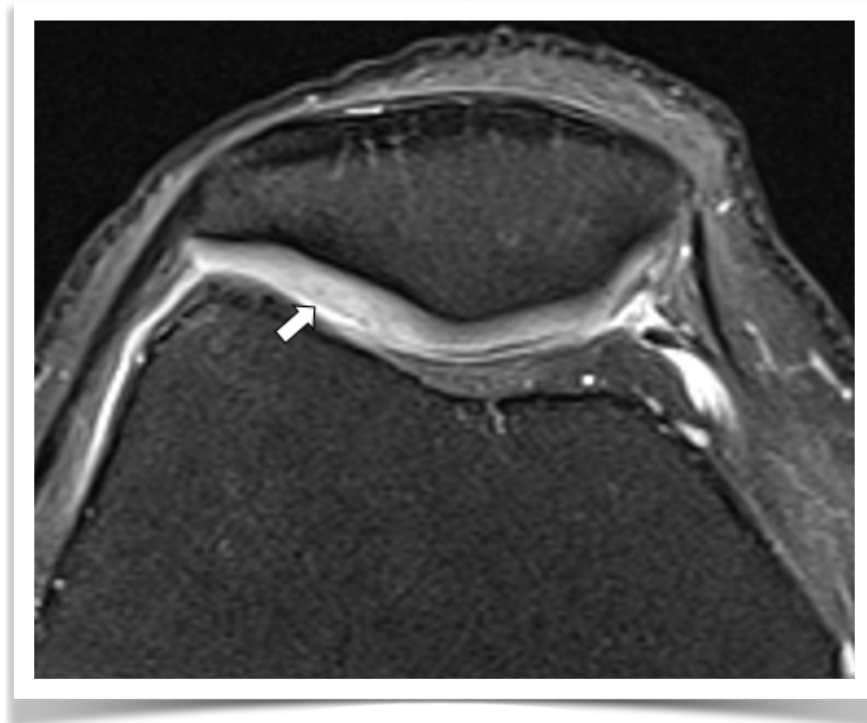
Condropatía patelar en RM. Secuencia axial DP con supresión grasa. Cartílago levemente adelgazado, con margen irregular y alteración de señal heterogénea (flecha).
